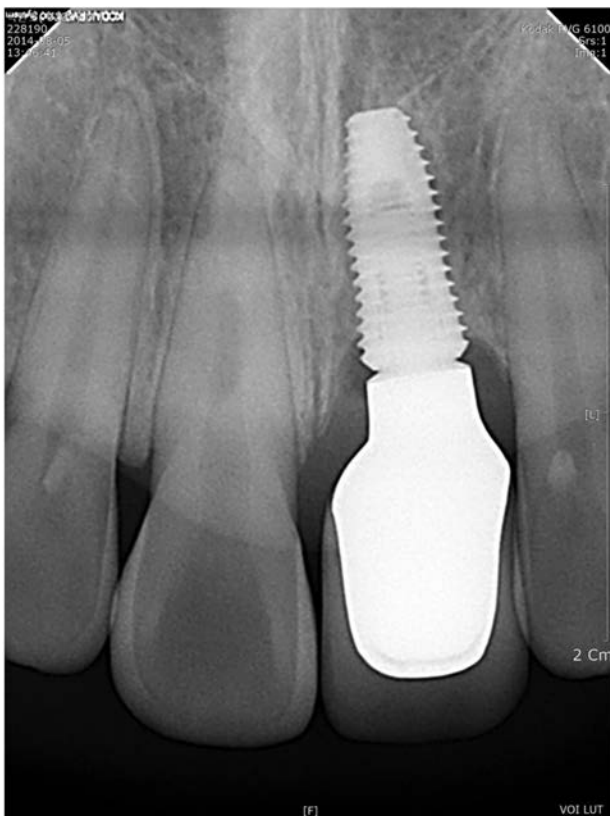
Periapical radiograph taken after final restoration delivery.
